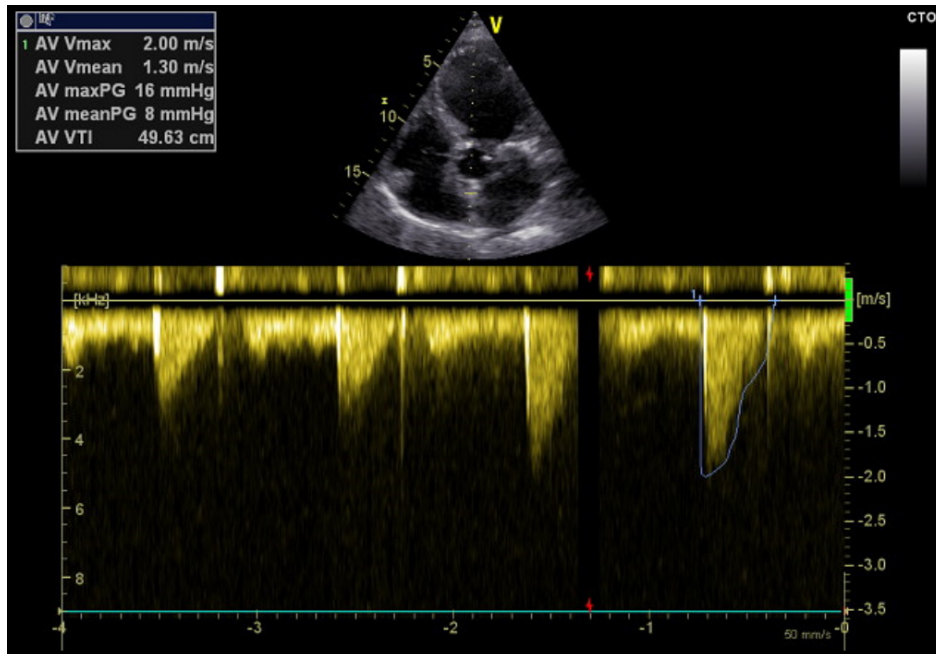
Apikaler Fünf-Kammerblick im TTE mit CW-Doppler-Flussprofil
